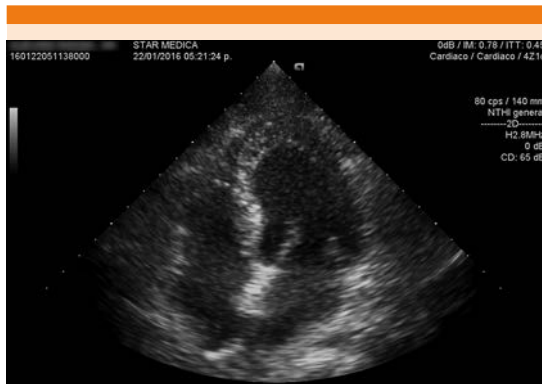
Ecocardiograma en el que se aprecia el balonamiento apical del ventrículo izquierdo.
